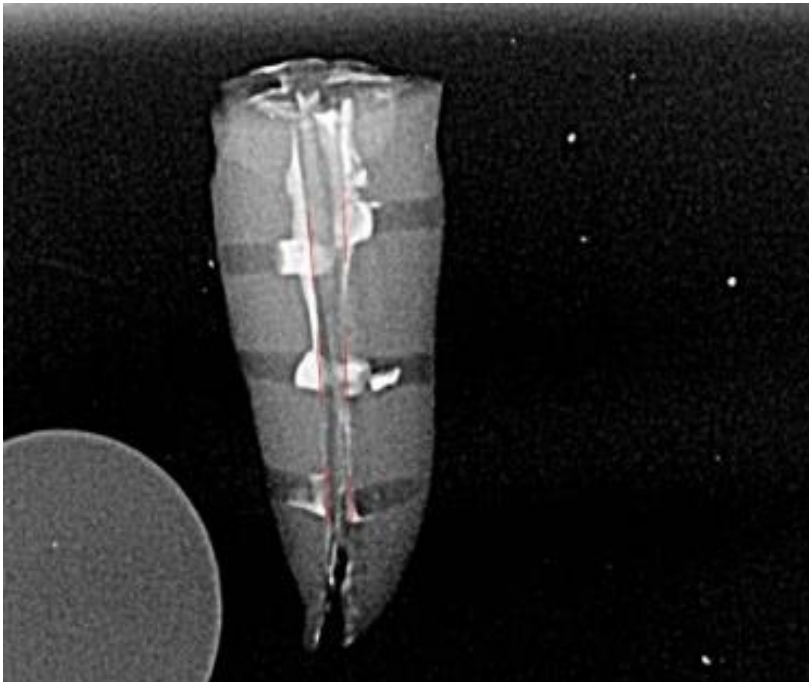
Röntgenbild nach erfolgter Revision
